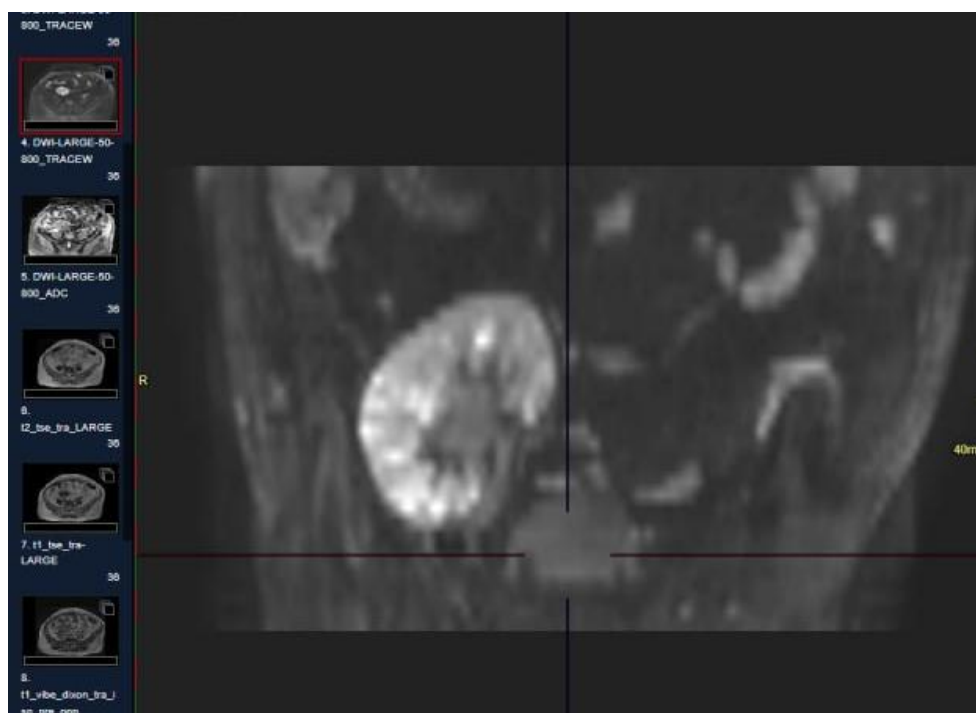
Магнитно-резонансная томография трансплантата пациентки Б. в режиме диффузионно-взвешенного изображения (DWI) – видны признаки очагового ограничения диффузии
